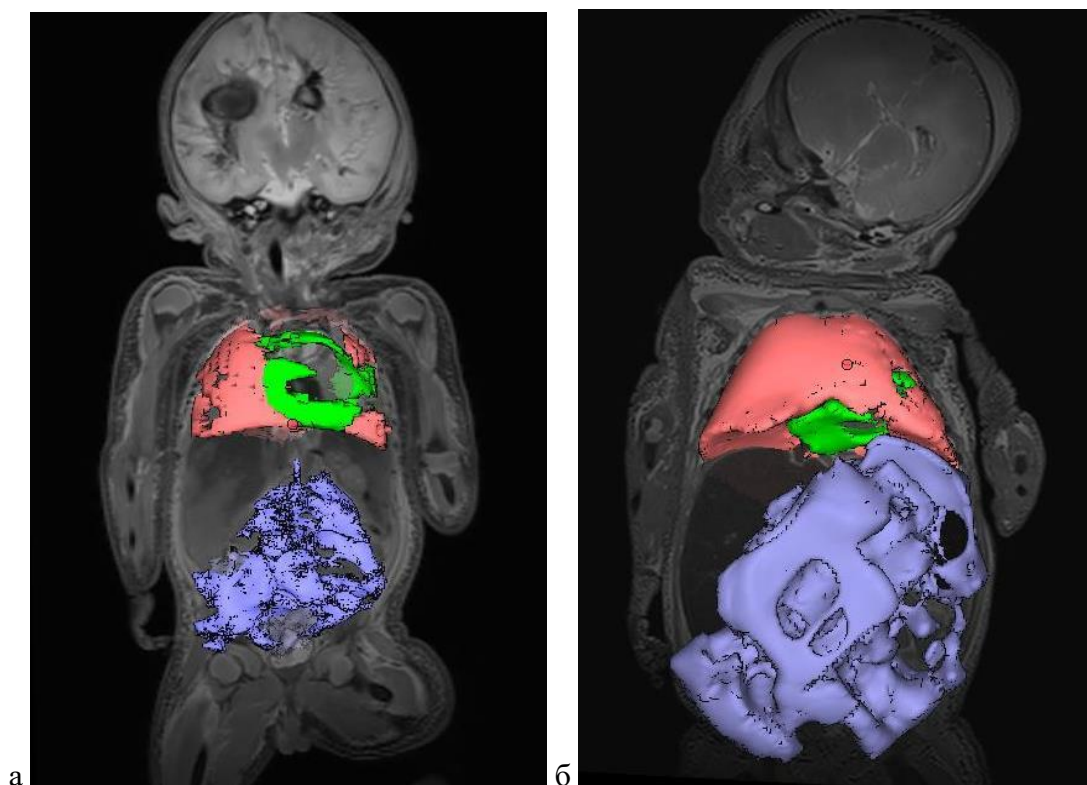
Посмертная МРТ. Комбинированное Т2 ВИ и трехмерная реконструкция областей интереса с автоматическим расчетом их объема. Обозначение областей: красный цвет - жидкость в плевральных полостях, зеленый - жидкость в перикарде, синий - жидкость в брюшной полости. а – тело новорожденного при отсутствии НВП и общего отека, б – тело новорожденного при наличии общего отека
